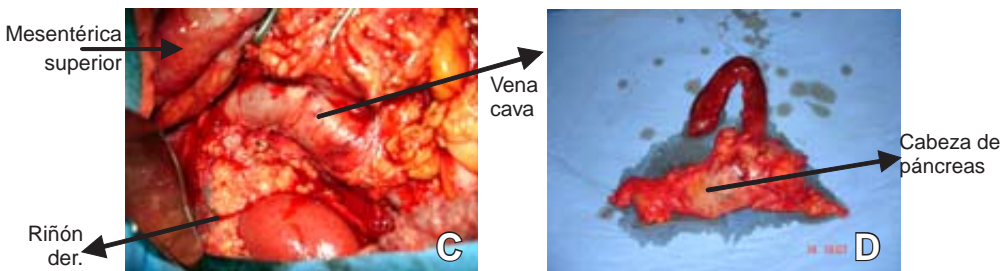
A) tumor del estroma gastrointestinal, localizado en el duodeno, el cual infiltra vasos mesentéricos superiores y se le considera irresecable. B) tumor del mismo paciente, posterior a seis meses de tratamiento con mesilato de imatinib a una dosis de 400 mg/día. Observación por TAC, sin datos de irresecabilidad. C) disección a nivel de la cava con resección de la grasa perirenal, disección de mesentérica superior en todo su trayecto, como parte de la cirugía de Whipple para este paciente. D) pieza quirúrgica de una pancreatoduodenectomía.
